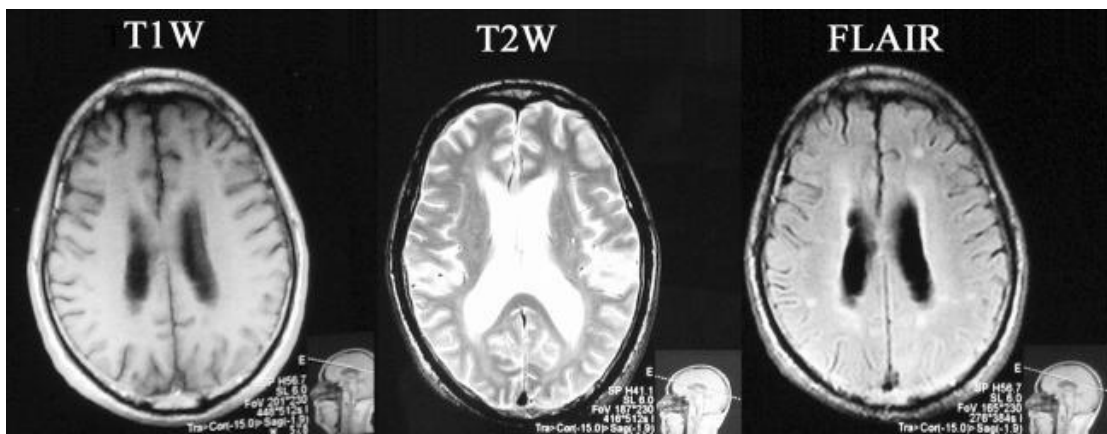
Comparación de T1W, T2W and FLAIR
